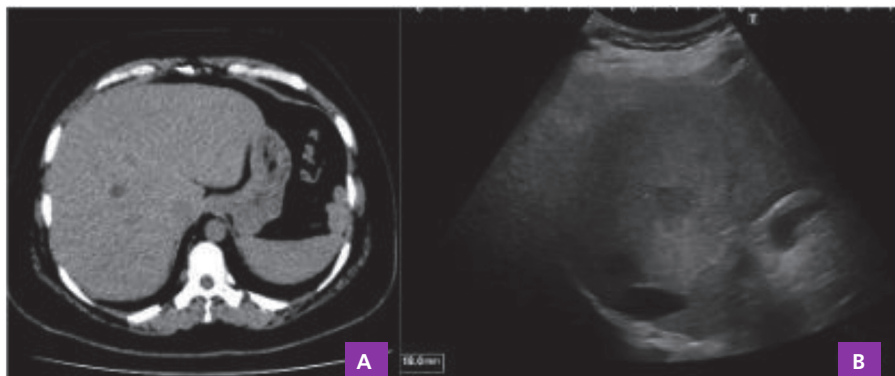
A: Tomografía computarizada de abdomen, corte axial que evidencia lesión hipodensa de 12 mm en lóbulo VIII hepático. B: Ecografía abdominal con imagen hipocogénica heterogénea con refuerzo posterior de 18 mm
